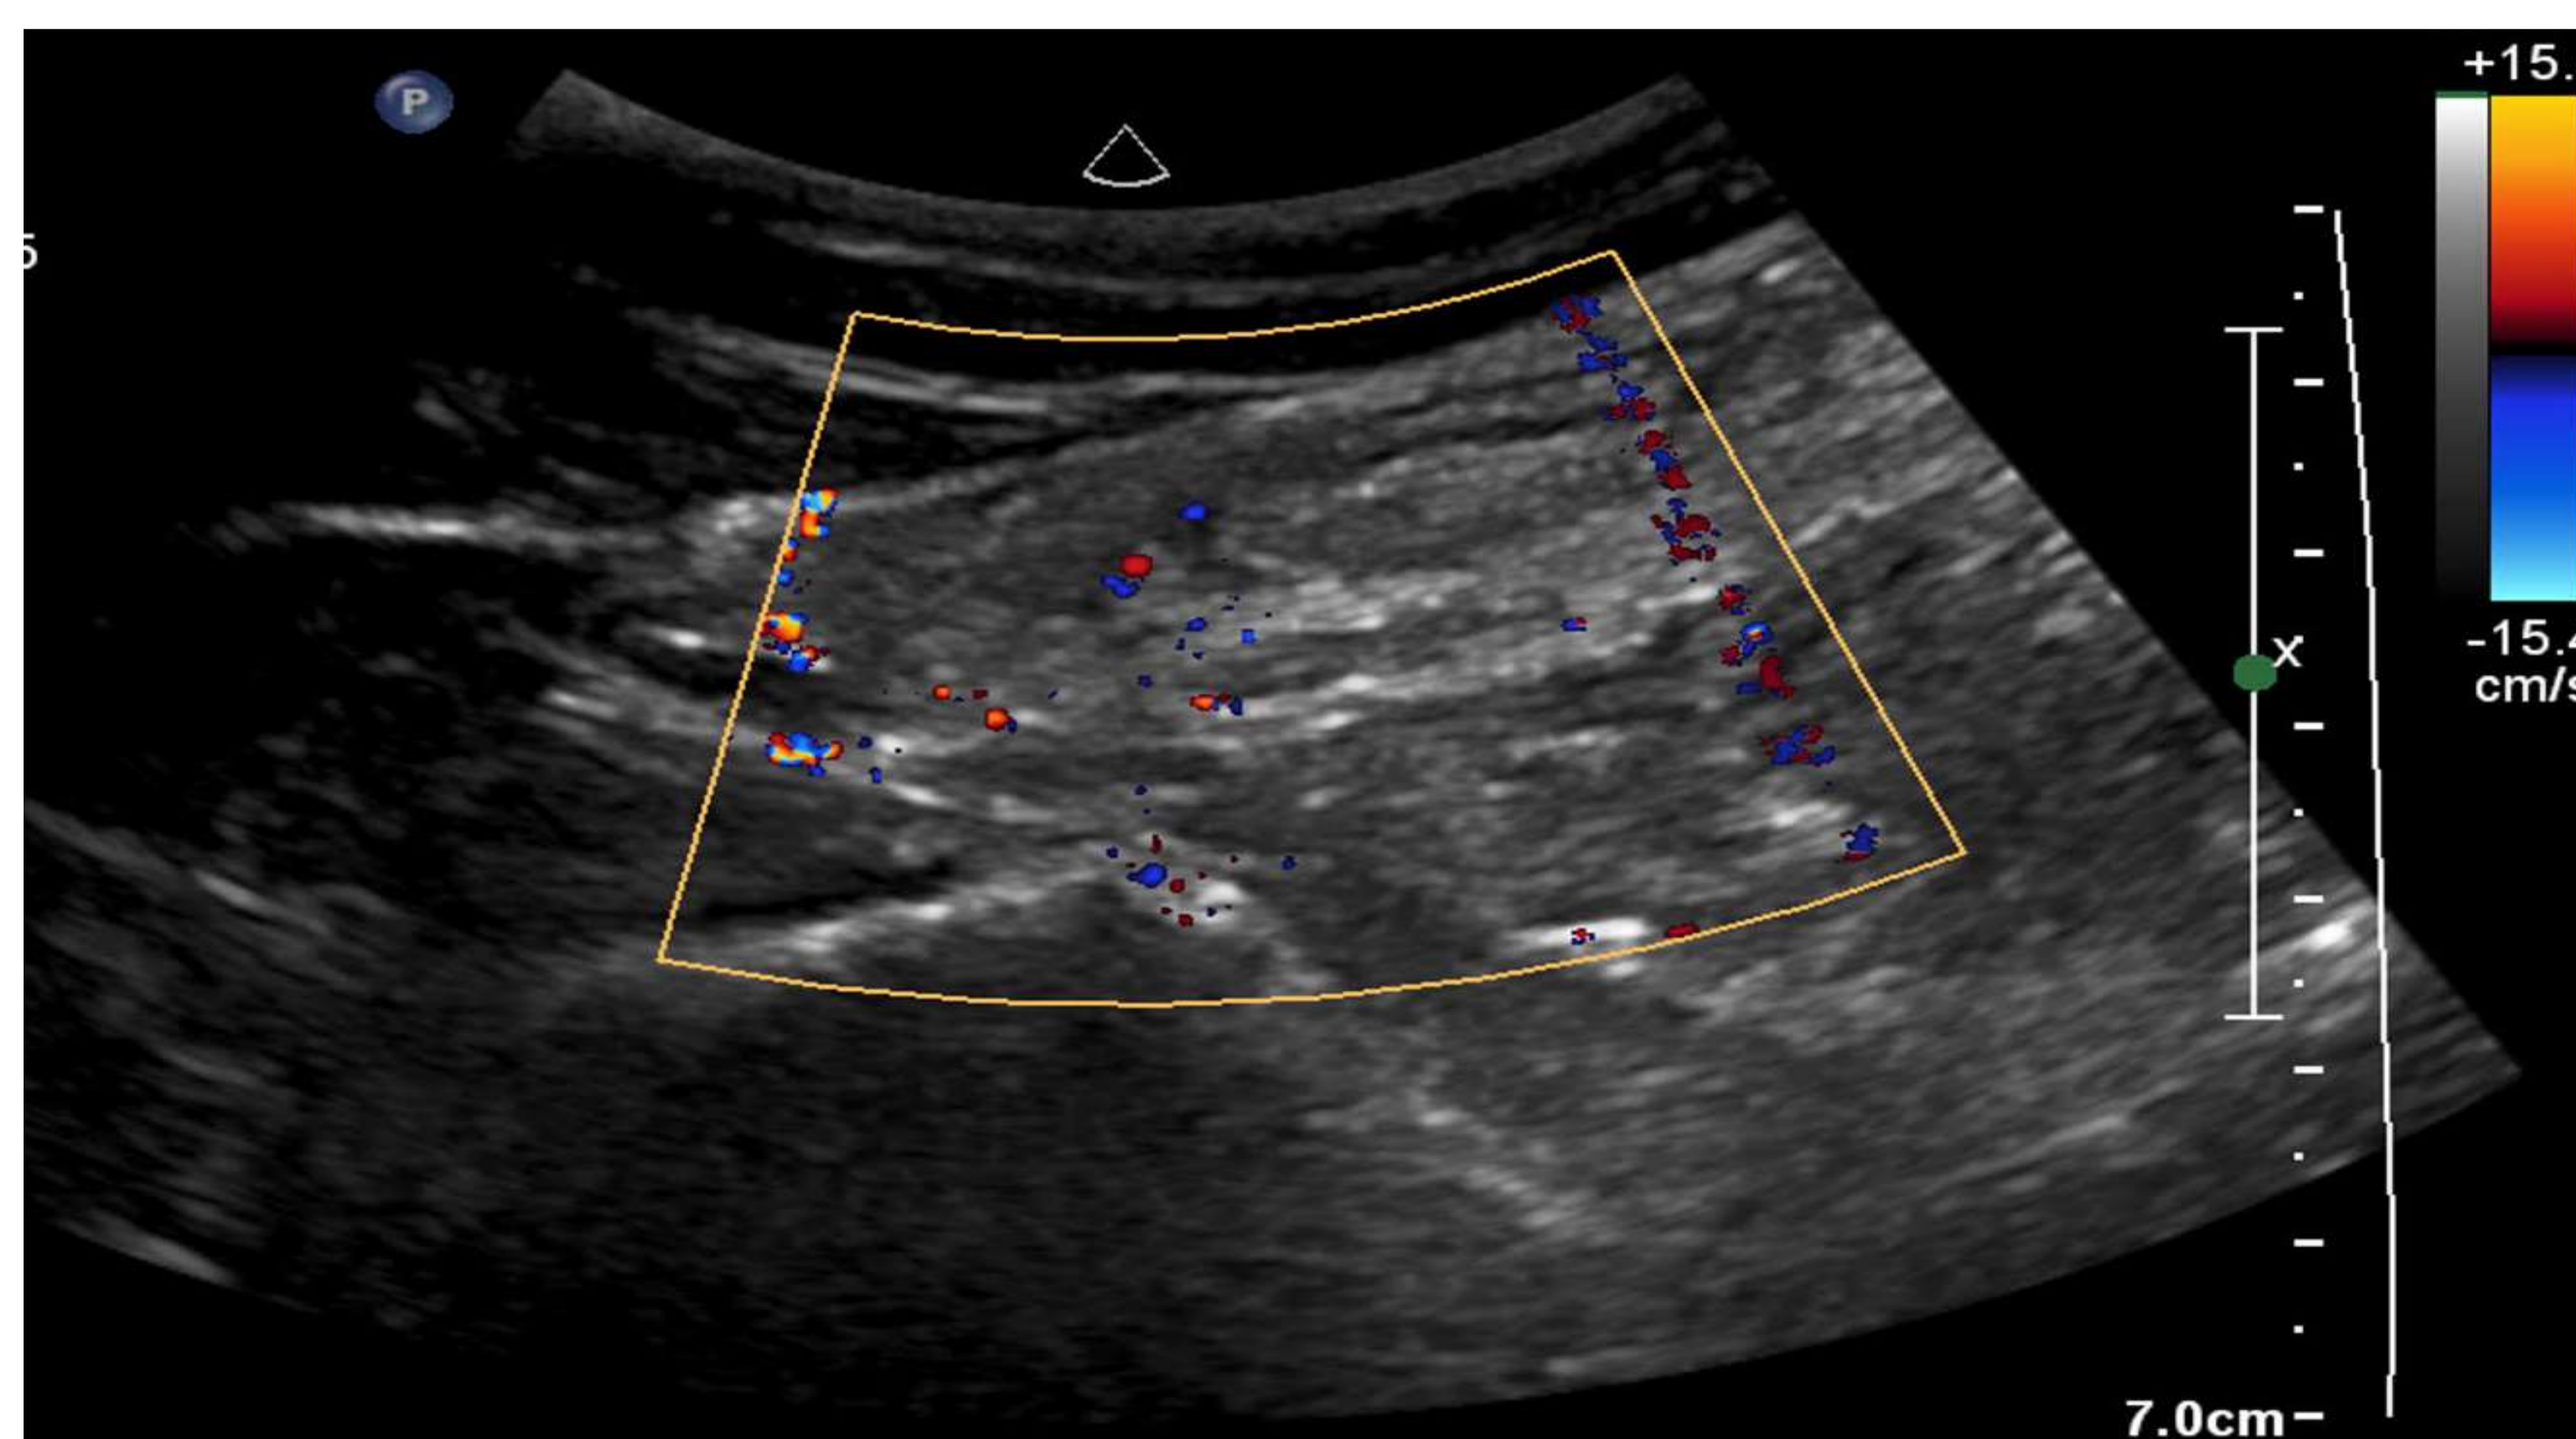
Ecografía de la región posterior del muslo, en la que se observa una tumoración bien delimitada, heterogénea, de predominio graso y discretamente vascularizada. Estos hallazgos sugieren lesión grasa tipo liposarcoma bien diferenciado, sin poder descartar otras posibilidades, por lo que se recomendó RM para mejor caracterización.
